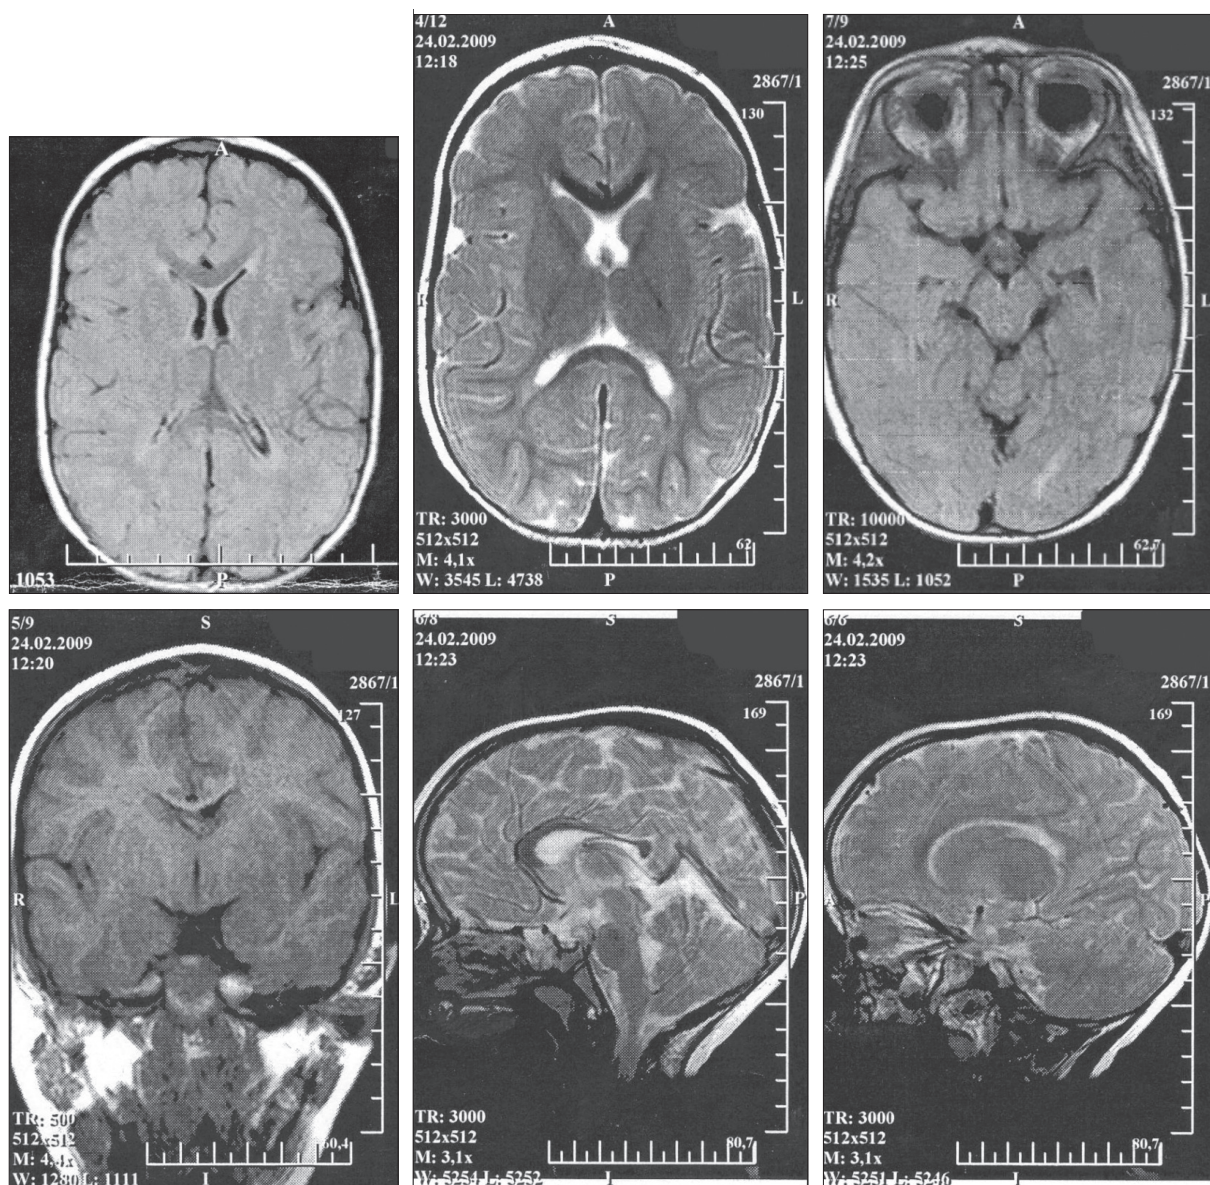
МРТ пробанда с тетрасомией хромосомы 18 (кариотип 47,XY,+i(18p)).
